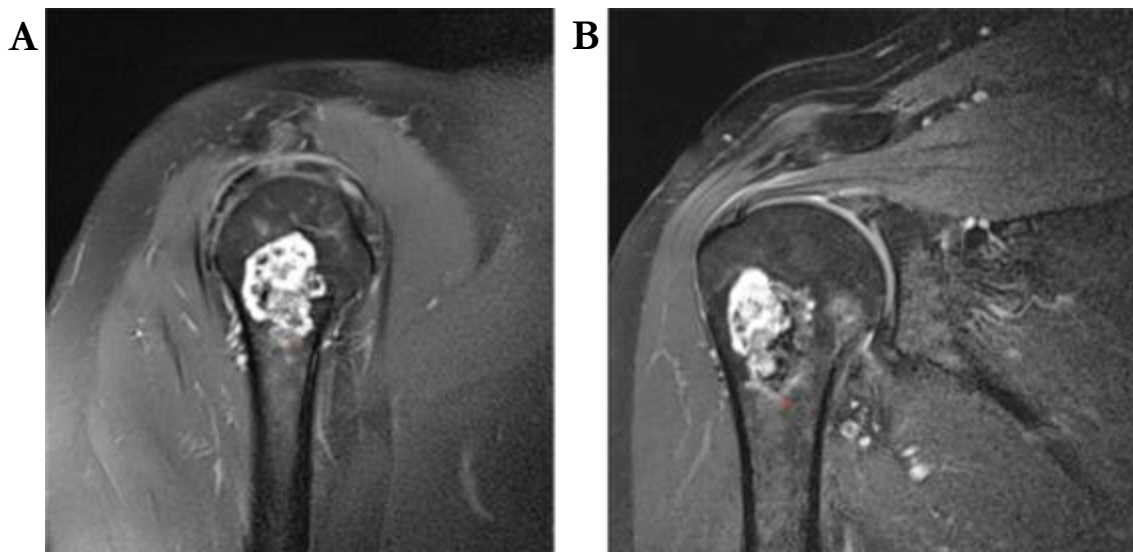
Coupes IRM sagittale (A) et frontale (B) d'une lésion cartilagineuse de l'humérus proximal droit chez une femme de 49 ans d'après Afonso et al. 2019 (70)
